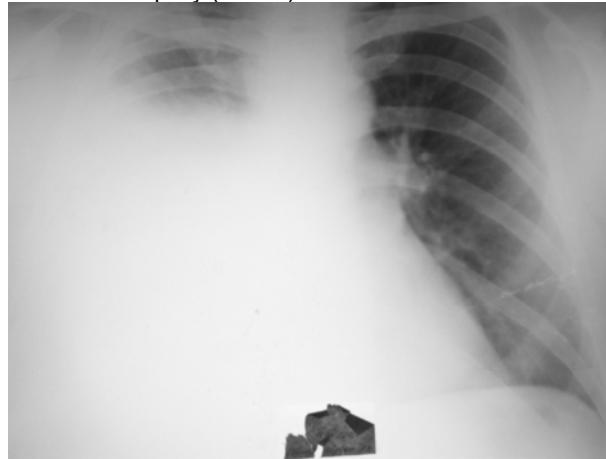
Рентгенографія ОГК в прямій проекції.
